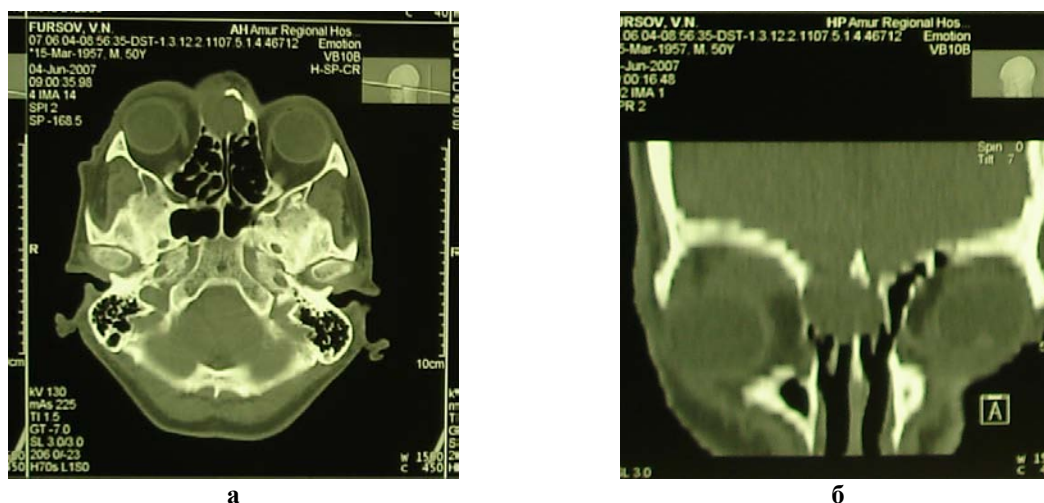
КТ черепа больного Ф., 50 лет: а – аксиальная проекция; б – фронтальная проекция
